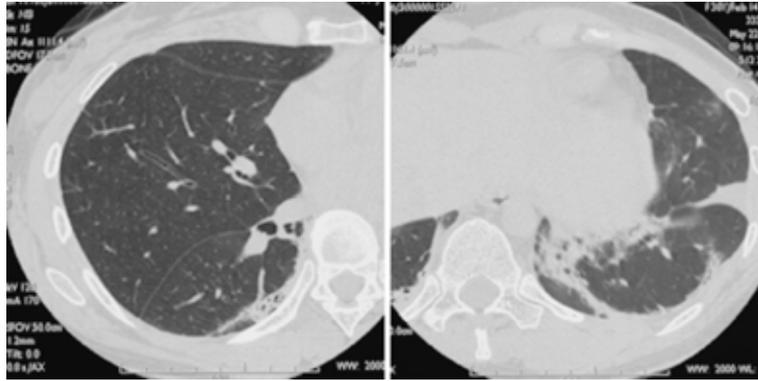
High-resolution CT (slice thickness 1.2 mm) of patient 1 on admission, showing funicular shadows and volume loss in both lower lobes.
